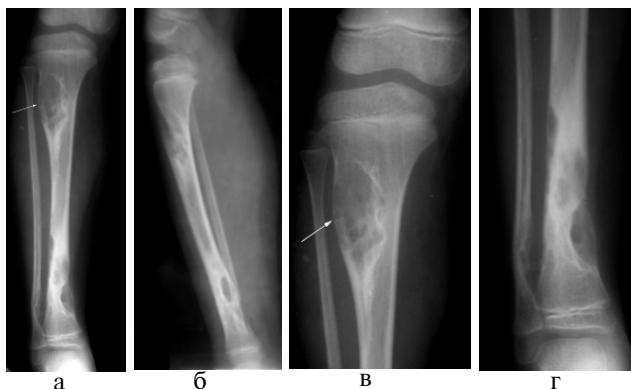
Больная П., 6,5 лет, диагноз: множественные неоссифицирующиеся фибромы большеберцовой и малоберцовой костей: а, б – обзорные рентгенограммы правой голени в прямой и боковой проекциях; в – прицельная рентгенограмма очага поражения в проксимальном метадиафизе большеберцовой кости (прямая проекция); г – в дистальных метадиафизах обеих костей голени. На уровне проксимального очага большеберцовой кости определяется микроперелом истонченной наружной кортикальной стенки (показан стрелкой).
